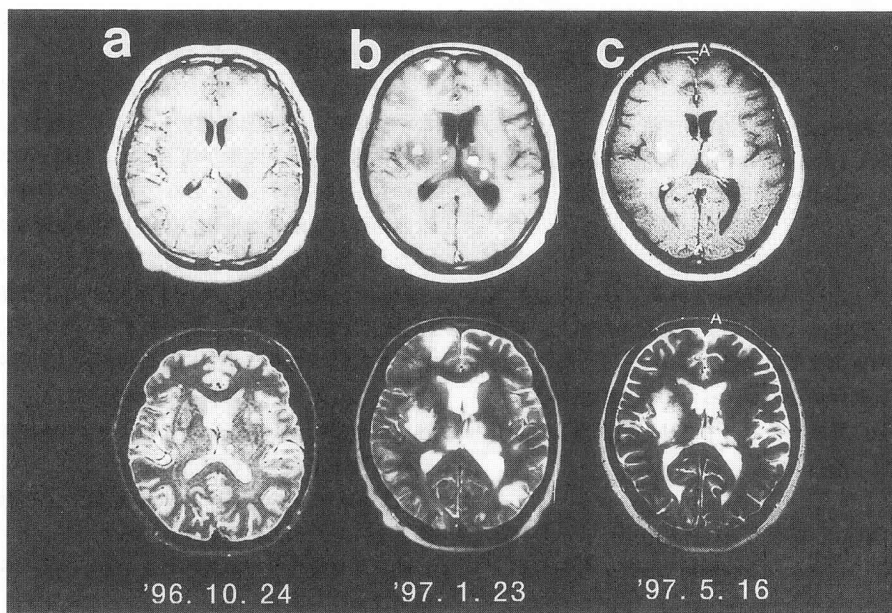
頭部 MRI (a)入院時 (b)症状出現時 (c)症状軽快後
